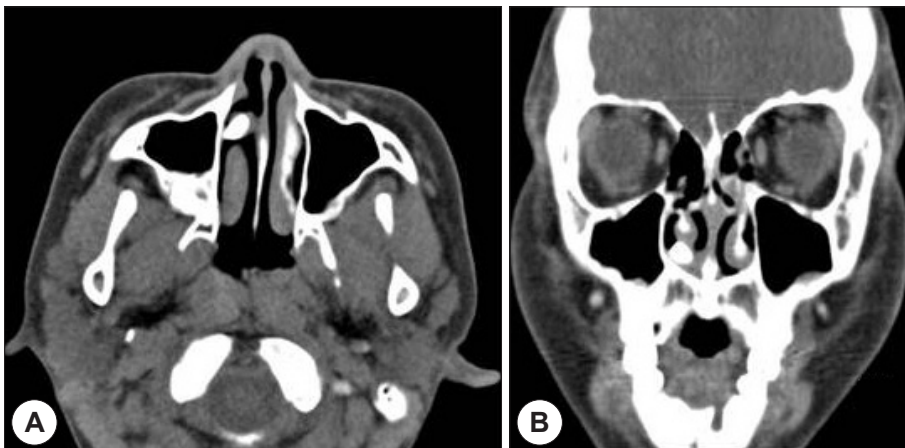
Preoperative axial (A) and coronal (B) computed tomography scans. CT scans show high density mass in the right nasal floor.
